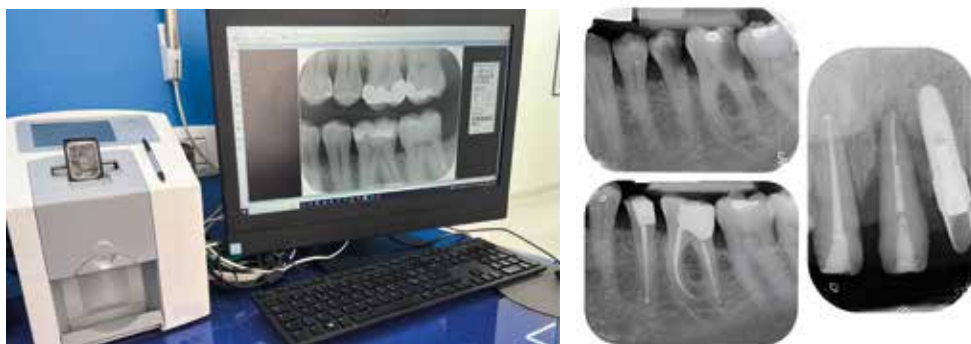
Radiografie endorali digitali. Sistema ai fosfori. Le lesioni cariose sono ben riscontrabili, così come i difetti ossei secondari a infezioni.
